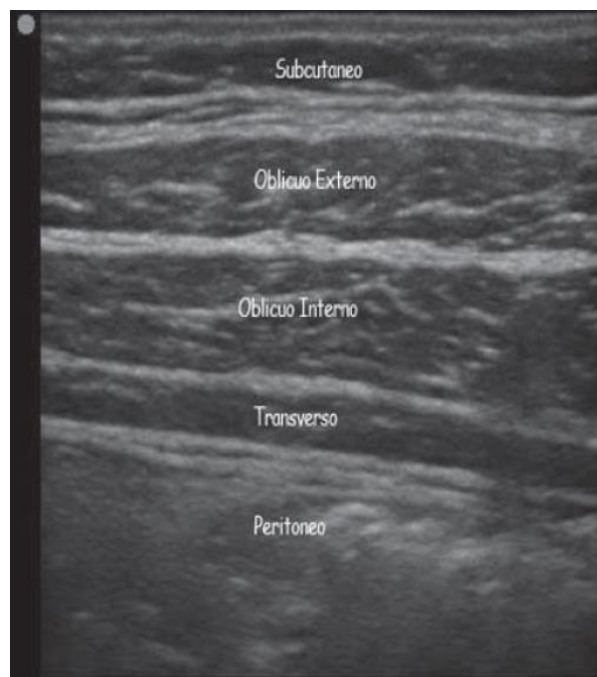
Planos musculares bajo visión de ultrasonido
